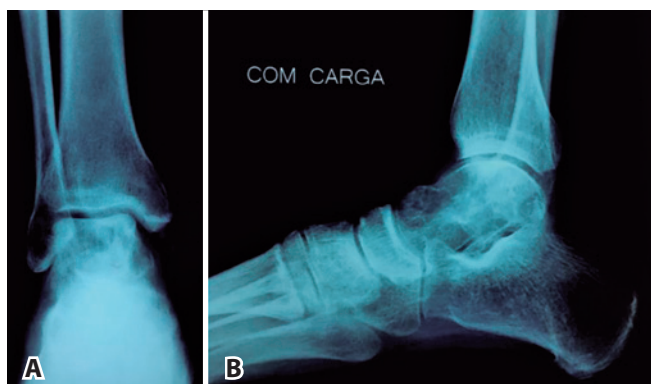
Radiografia durante investigação inicial do Tornozelo Esquerdo. A) radiografia em Anteroposterior. B) radiografia em perfil.
